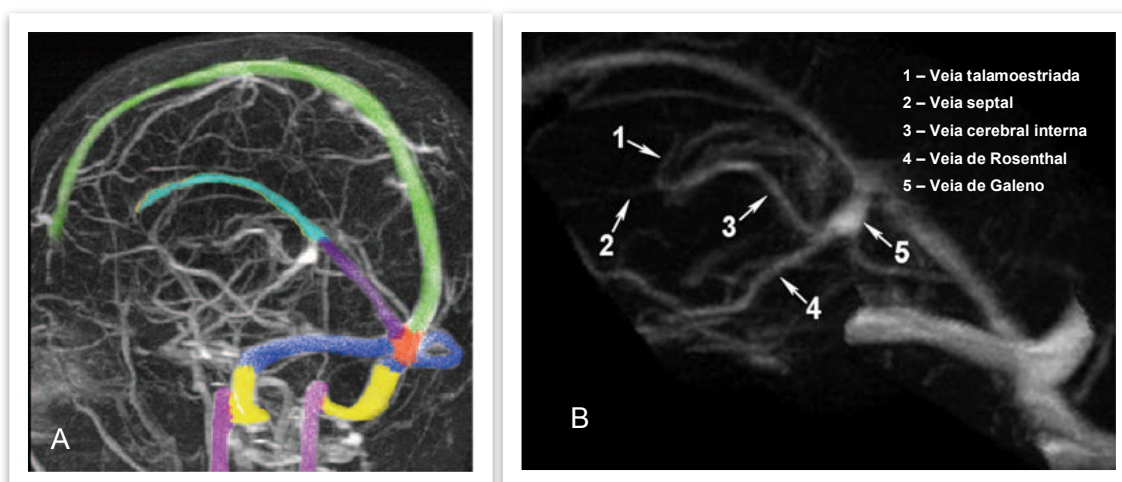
Imagens MIP de venografia por RM. A-Indicação dos seios venosos: verde (SSS), ciano (SSI), azul (ST), laranja (T), roxo (SR) e a lilás (veias jugulares internas). B-Principais veias que compõe o sistema venoso profundo. Adaptado de⁽³⁷⁾.
